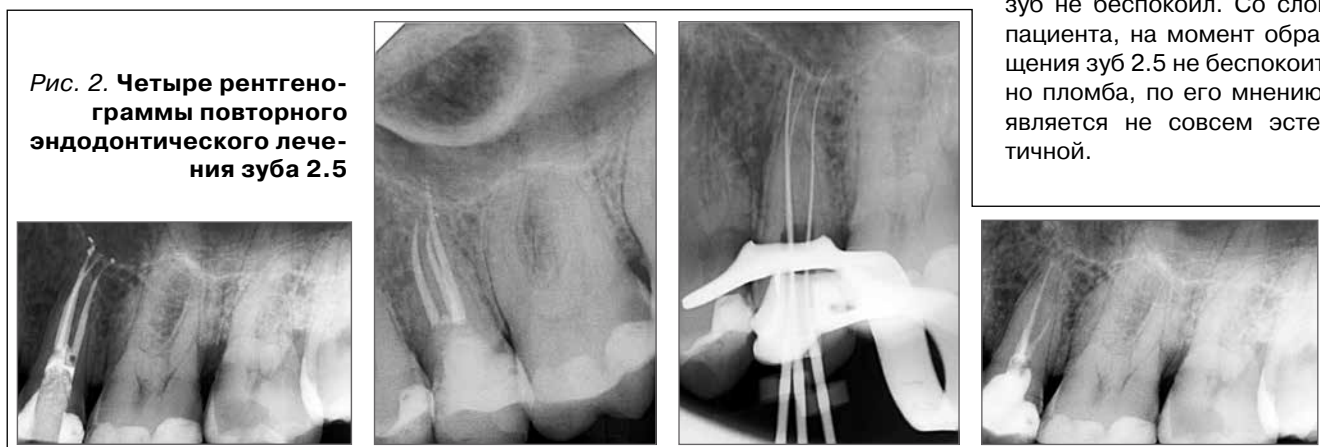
Четыре рентгенограммы повторного эндодонтического лечения зуба 2.5
